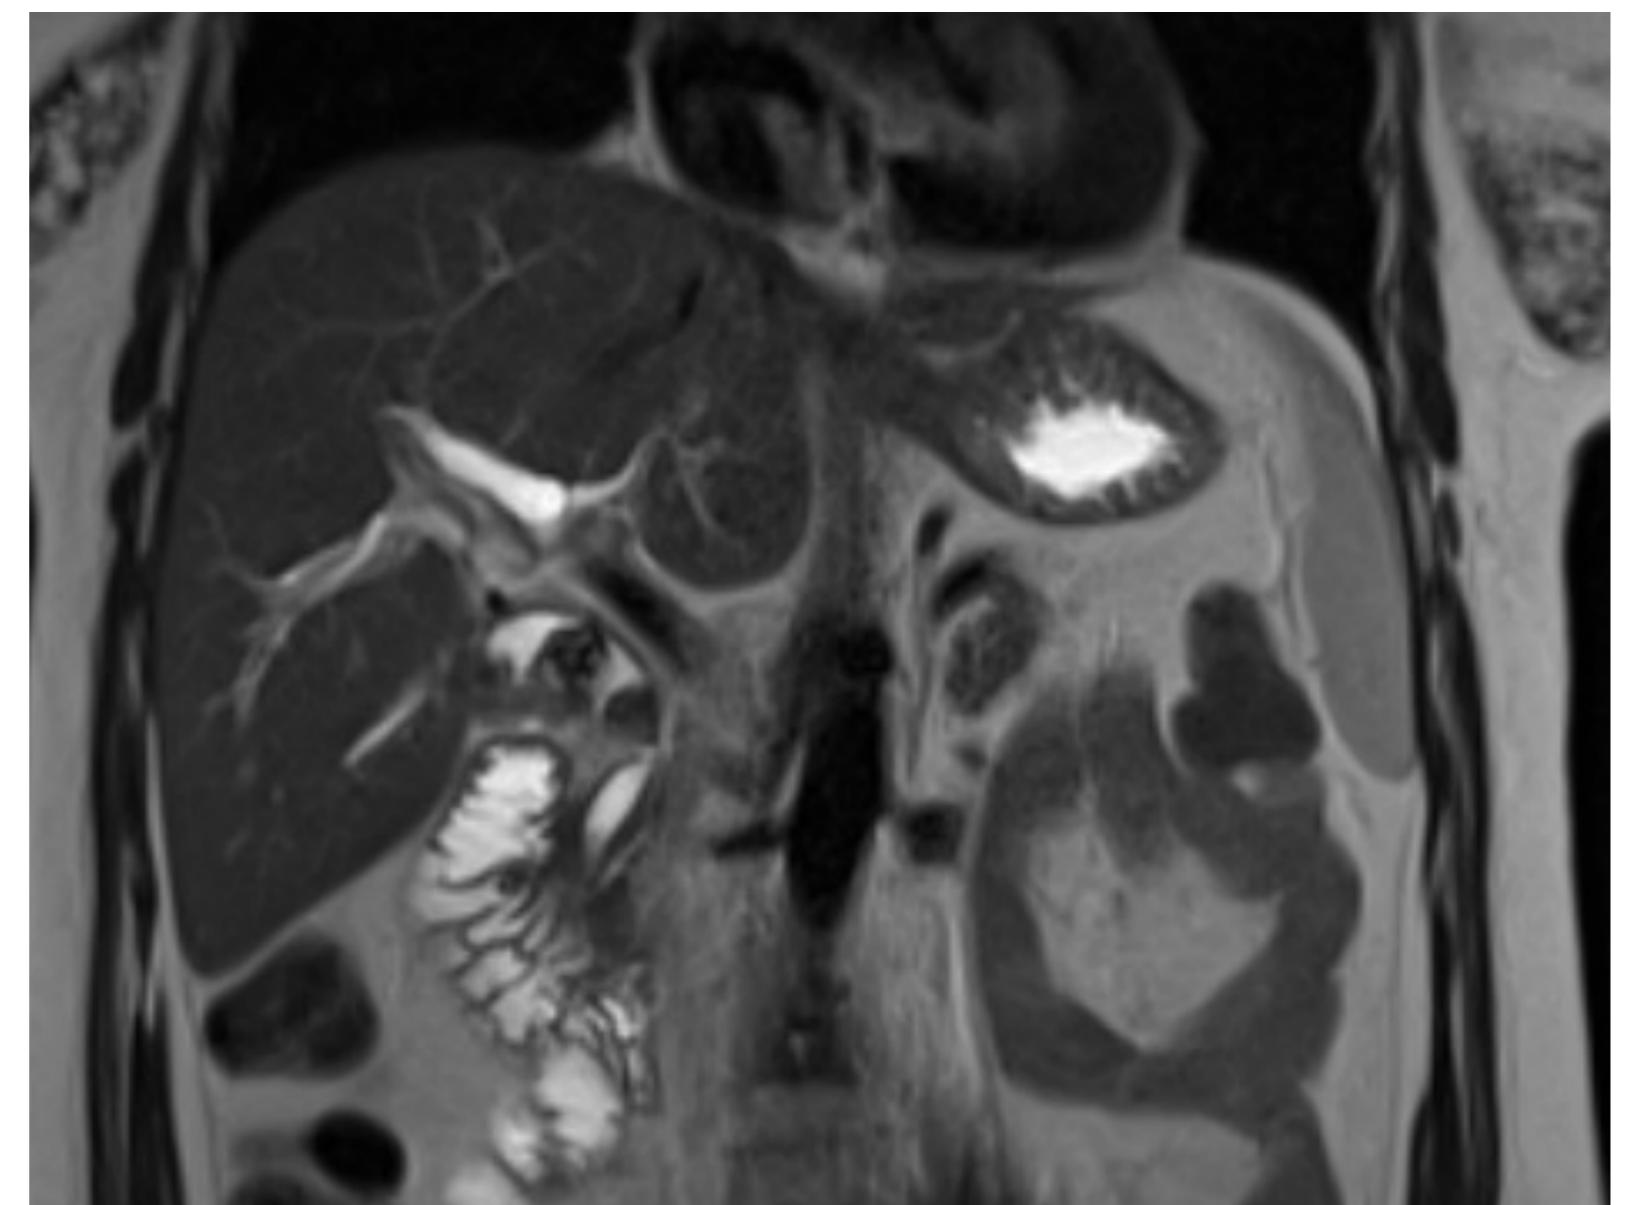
y 7 Reconstrucción coronal de TC y su correlación con la secuencia T2 HASTE de RM. En TC se observa una marcada dilatación del conducto cístico sin aparente contenido en su interior, con cambio de calibre en conducto hepático común- colédoco proximal y recuperación distal del calibre del colédoco. En RM se observa el conducto cístico aumentado de calibre a expensas de múltiples litiasis en su interior que comprimen la vía biliar extrahepática.
